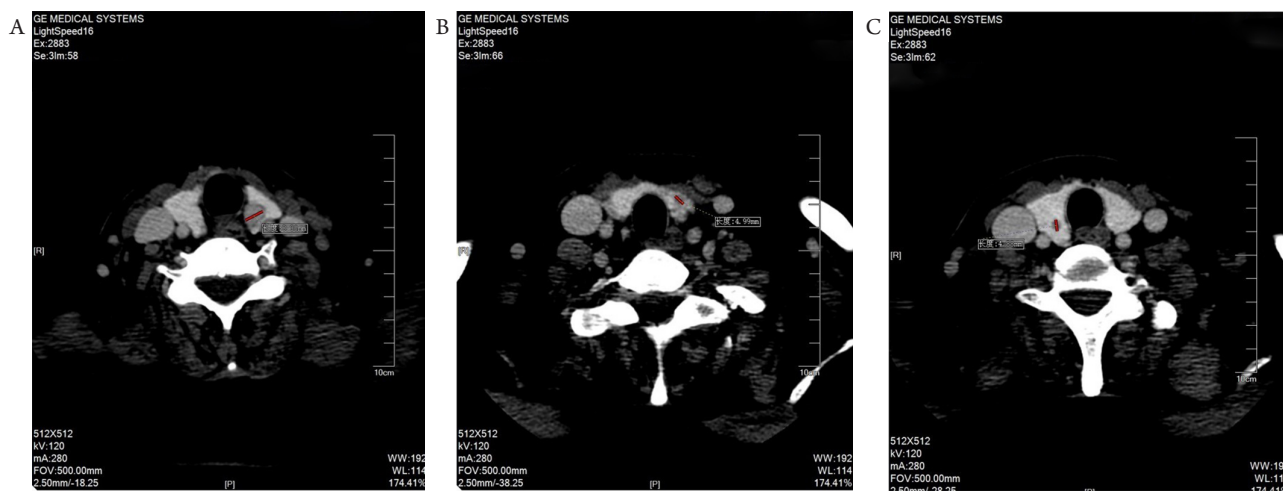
病例1增强CT( $\times 200$ )
